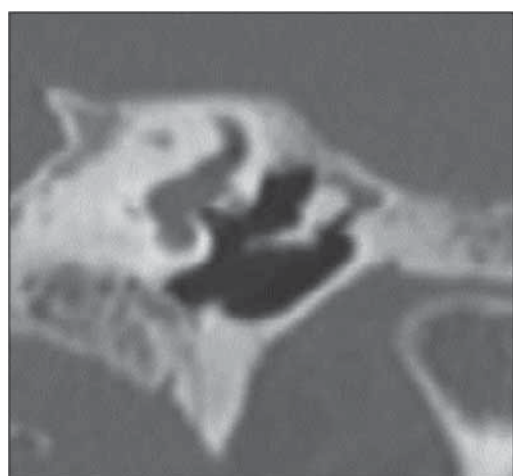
МСКТ левой височной кости, коронарная проекция. Стрелкой указан участок ограниченного однородного патологического субстрата (фиброза) в аттике.
